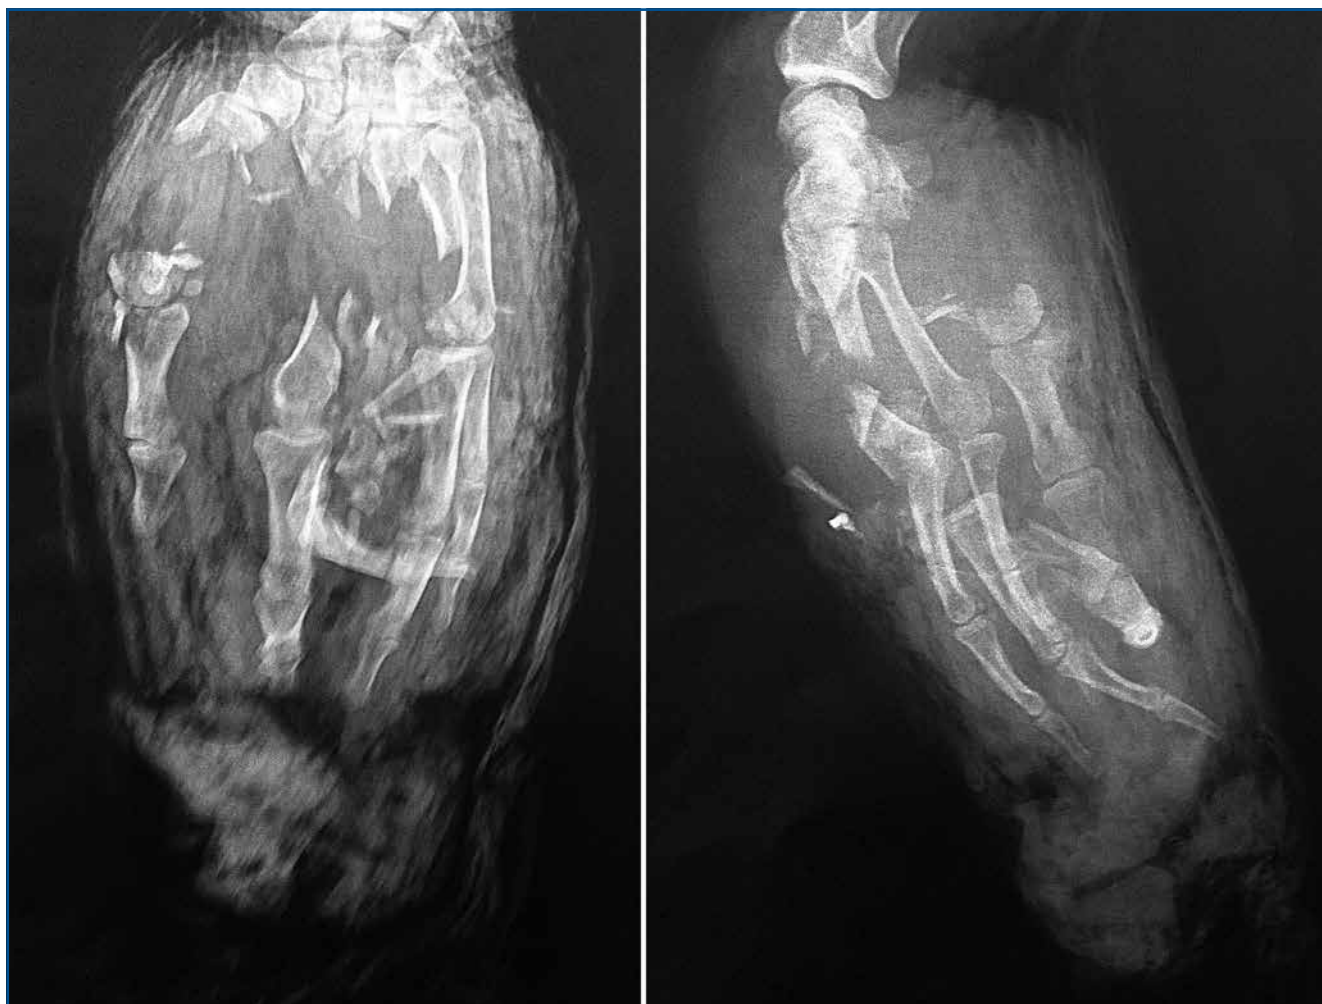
Radiographie préopératoire face et profil.
